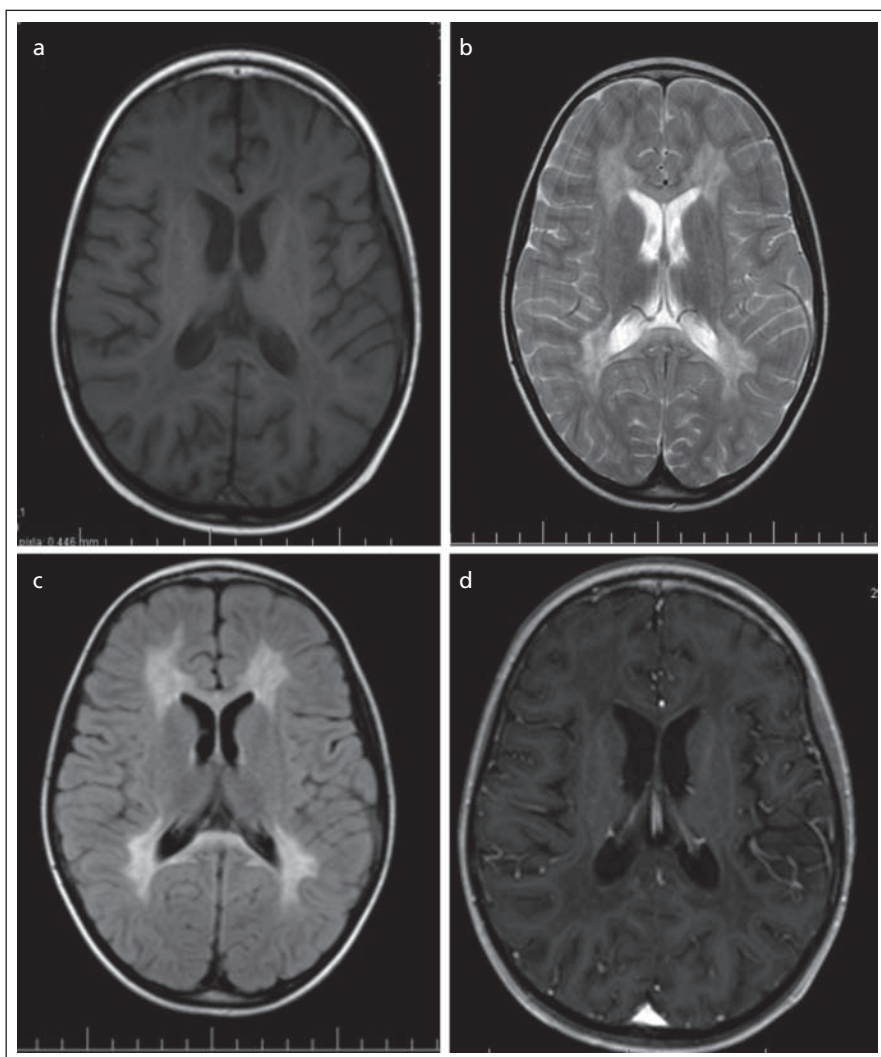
FLAIR – hyperintenzívny signál splyvavého charakteru (to isté dieťa).
